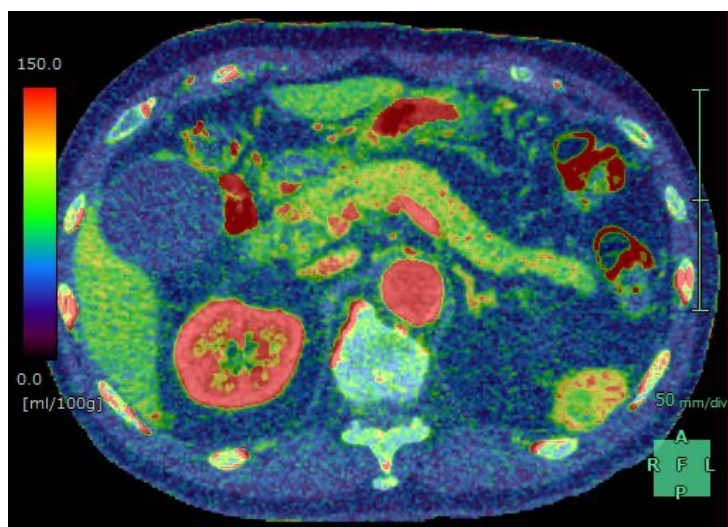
Perfusion CT のカラーマップ画像
